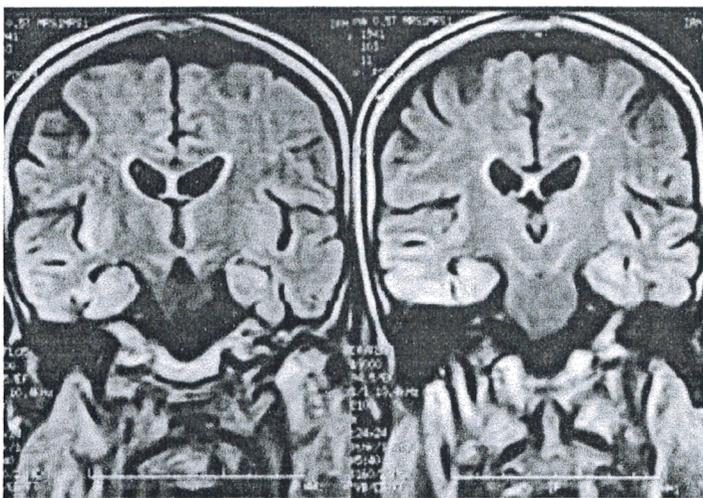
► IRM en coupes coronales séquence FLAIR : hypersignal des cortex temporaux plus marqué à droite.
